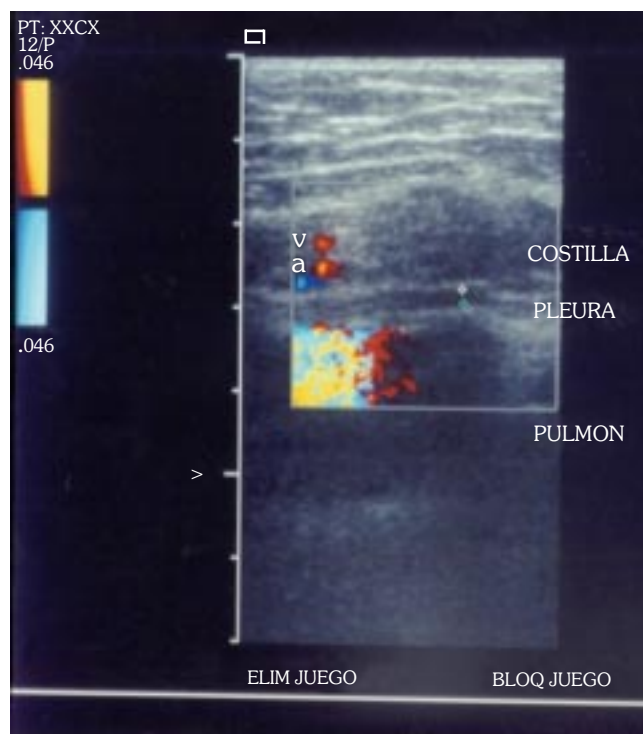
Estudio de Doppler color (aunque en esta impresión se vea en blanco y negro) donde se observan los vasos intercostales, y el movimiento normal del pulmón con la pleura. (v=vena, a=arteria).
